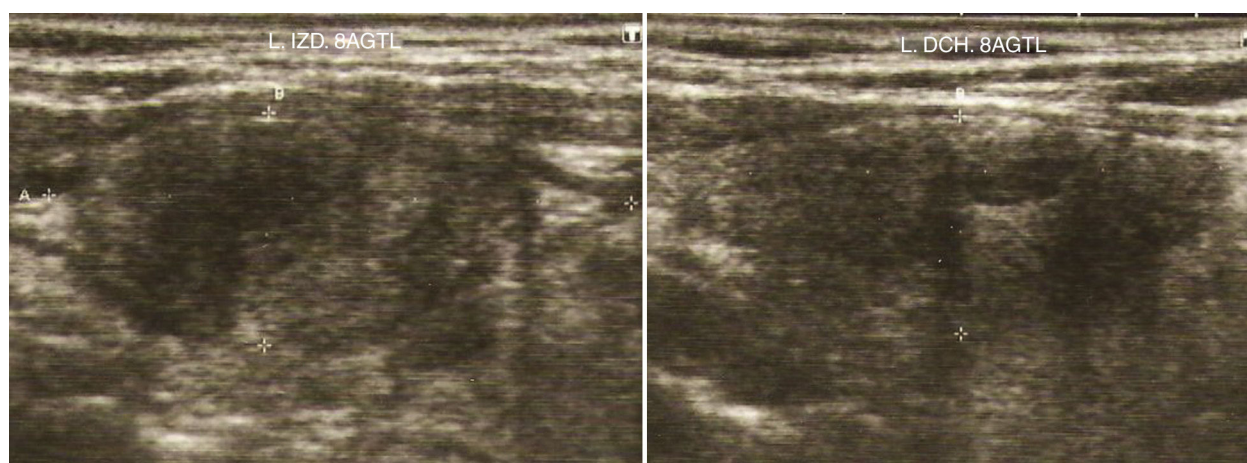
Ecografía tiroidea del paciente que muestra una proyección sagital de ambos lóbulos tiroideos donde se aprecia la estructura heterogénea y el nódulo mixto de predominio quístico en lóbulo derecho.
